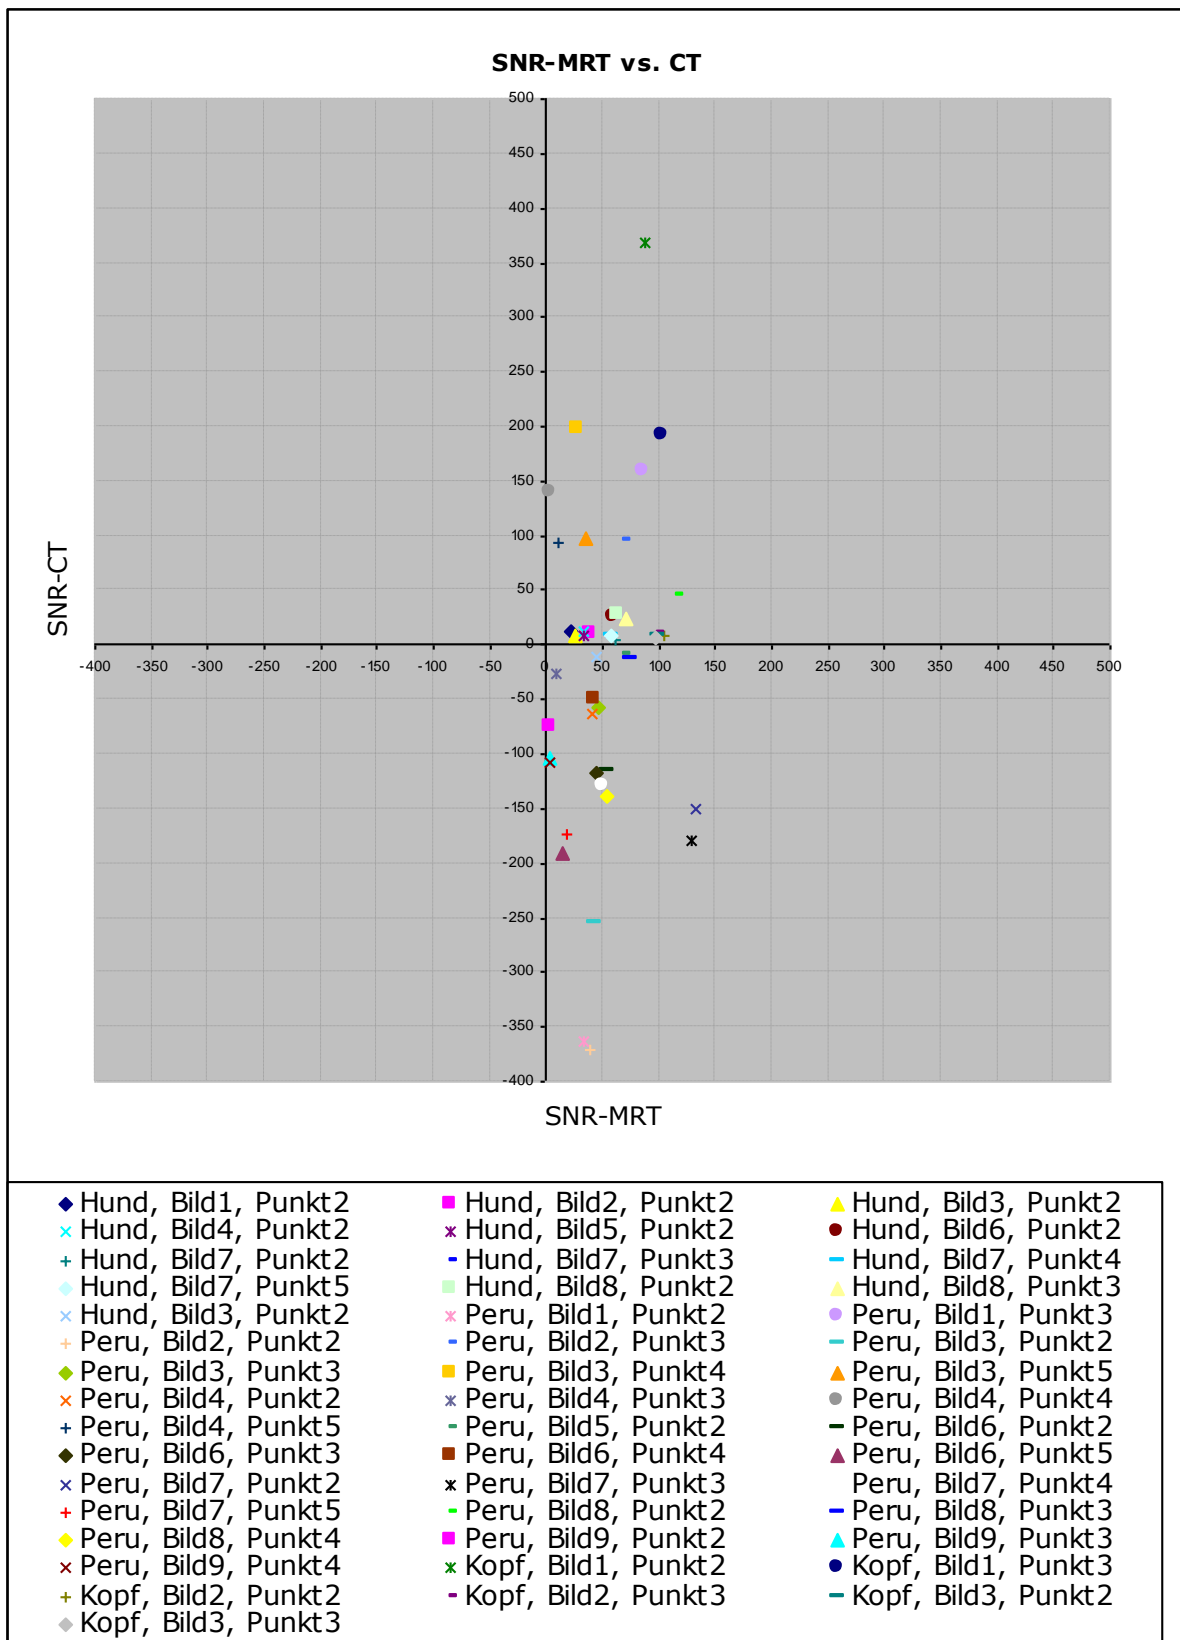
Vergleich der SNR-Werte der CT-Daten mit den MRT-Daten
